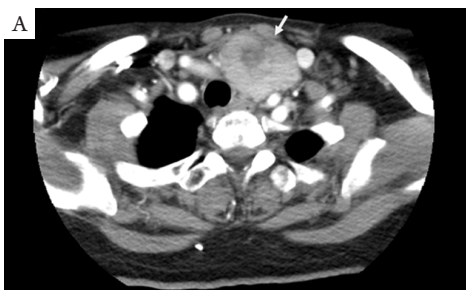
例2术前(A)及术后(B)胸骨上窝CT对比图
